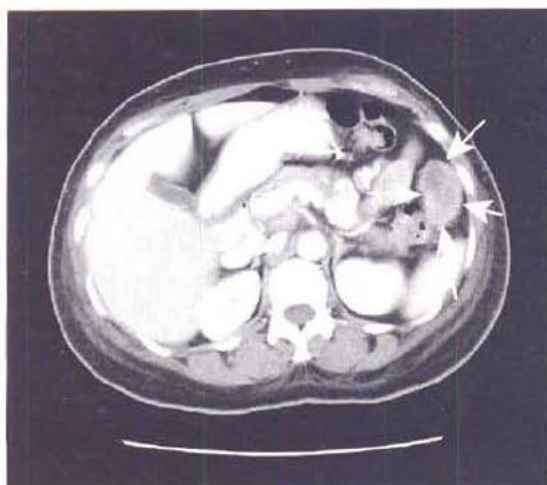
TDM abdominale après injection intraveineuse de contraste : masse péritonéale hypervascularisée (flèches) correspondant à une métastase de cancer de l'ovaire.
